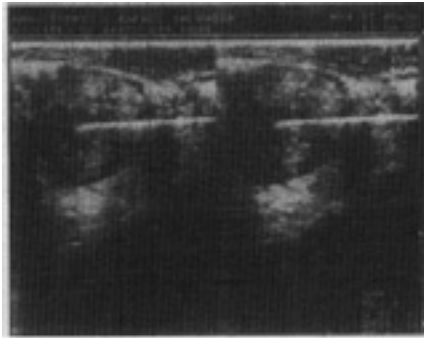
Ultra-sonografia na H.N.P. – Aspecto hipoeecogênico.
